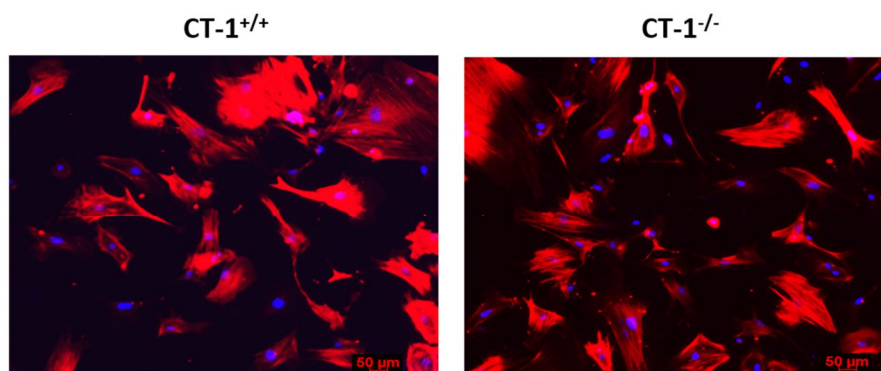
Expresión de α -SMA en miofibroblastos renales CT-1^{+/+} y CT-1^{-/-}. Microfotografías: inmunofluorescencia de α -SMA. α -SMA: actina de músculo liso vascular, CT-1: cardiotrofina-1. Magnificación original: 50X; barra= 50 μ m.
